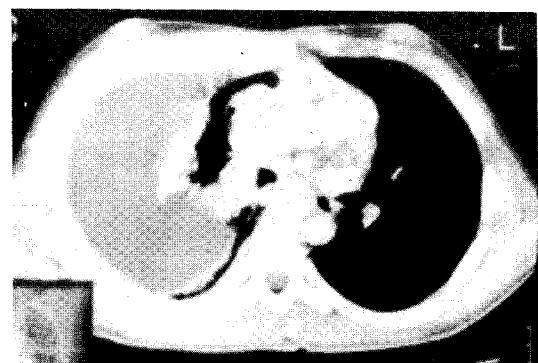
Chest CT shows circumferential rind of thickened right pleura associated with massive effusion and mediastinal lymphadenopathy.
